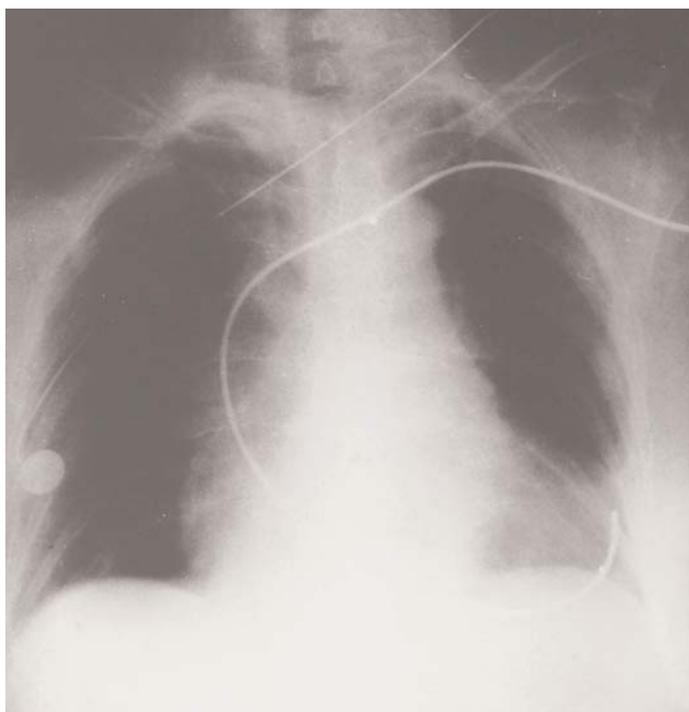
Radiografía PA de tórax, que muestra cable endocavitario perforado y situado sobre cara lateral de ventrículo izquierdo
